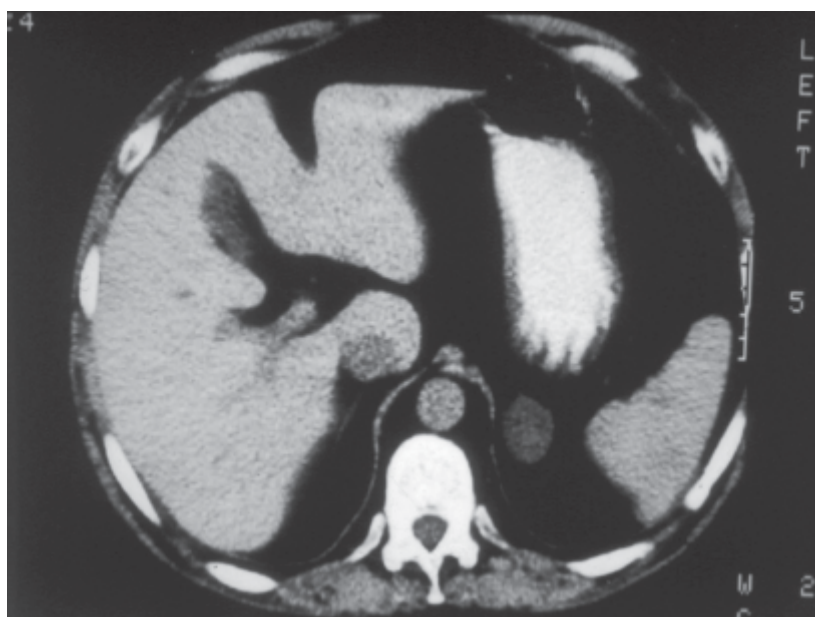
Tomografia computadorizada de suprarrenais realizada para investigação da síndrome de Cushing ACTH-independente, evidenciando lesão hipodensa em topografia de suprarrenal esquerda, de bordas regulares, compatível com adenoma.
